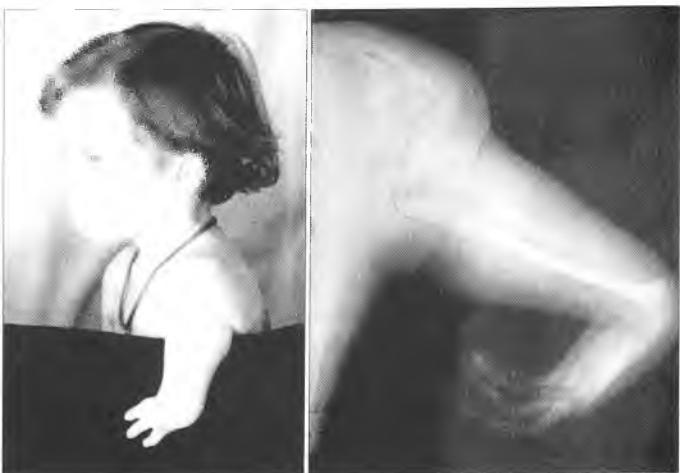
Внешний вид и рентгенограмма больного С.А. 4 лет с проксимальной формой врожденной эктромелии левой верхней конечности.
